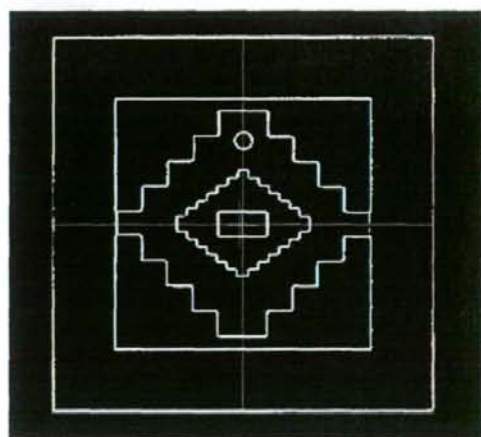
JAW (15x15 cm²) shaped radiation field superimposed on a digitally reconstructed radiograph of the binary format image for a gantry rotation of 0 degrees and a couch rotation of 90 degrees.
